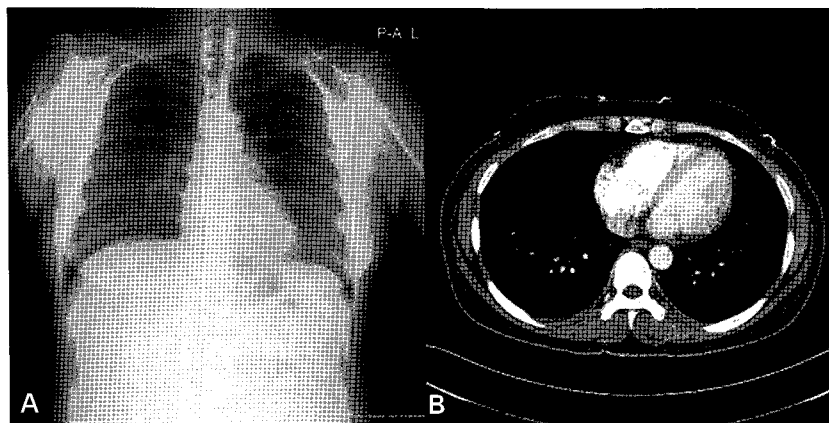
Chest posteroanterior view(A) and chest CT(B) after chemotherapy show almost disappearance of the multiple nodules in both lungs.
